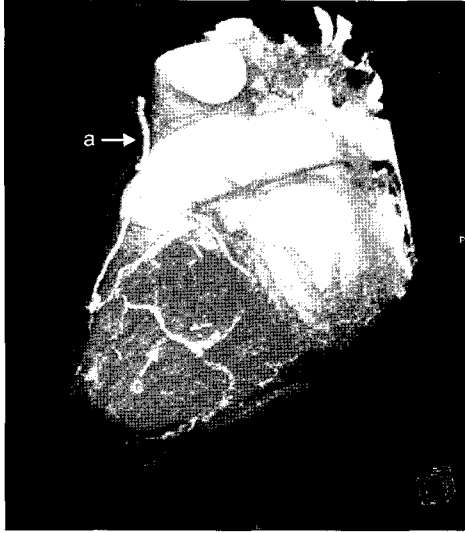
ost operative coronary computed tomogram (CT) shows that grafted vessels are patent. a=LITA to LAD graft; b=tRA to OM & PDA graft; c=tRITA (from RA) to Dx graft; LITA=Left internal thoracic artery; LAD=Left anterior descending; tRA=t grafted radial artery; OM=obtuse marginal; PDA=posterior descending artery; tRITA=t grafted right internal thoracic artery; Dx=Diagonal.
